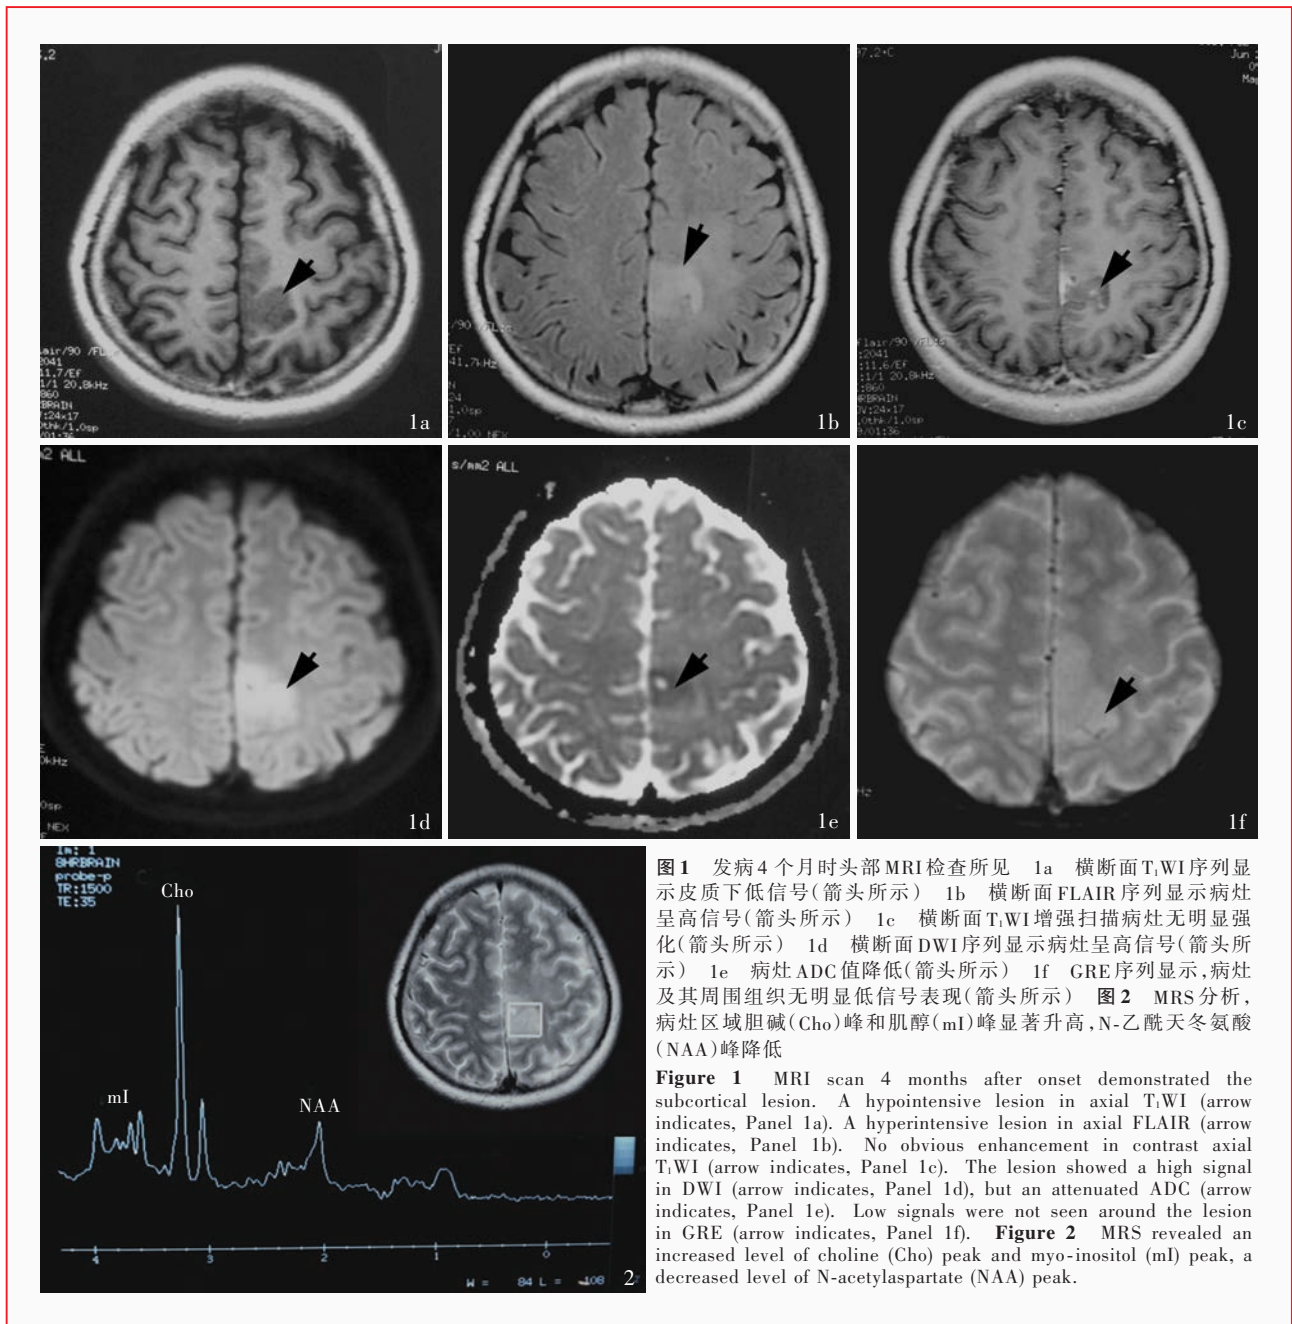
发病4个月时头部MRI检查所见 1a 横断面T₁WI序列显示皮质下低信号(箭头所示) 1b 横断面FLAIR序列显示病灶呈高信号(箭头所示) 1c 横断面T₁WI增强扫描病灶无明显强化(箭头所示) 1d 横断面DWI序列显示病灶呈高信号(箭头所示) 1e 病灶ADC值降低(箭头所示) 1f GRE序列显示,病灶及其周围组织无明显低信号表现(箭头所示) 图2 MRS分析,病灶区域胆碱(Cho)峰和肌醇(mI)峰显著升高,N-乙酰天冬氨酸(NAA)峰降低
